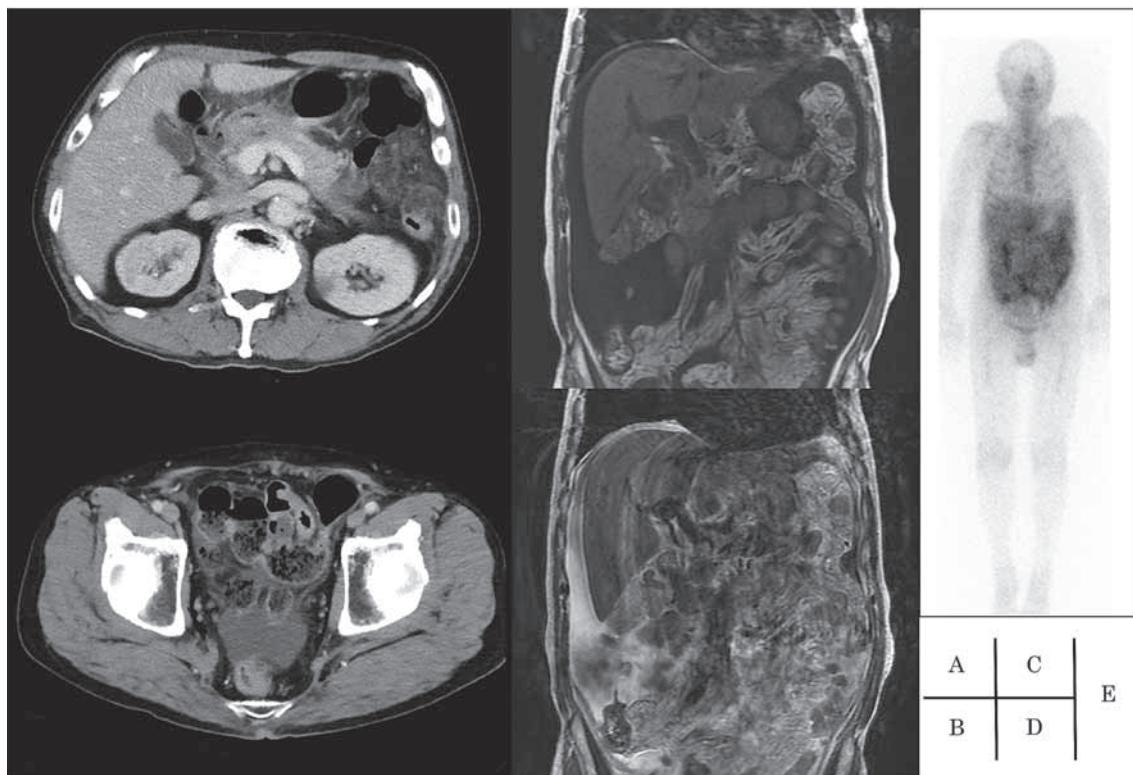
(A) Abdominal CT scan showed stranding in the mesenteric fat. (B) A small amount of ascites were stored in the Douglas' pouch. (C) Increased ascites were observed in the T1-weighted image. (D) High signal intensity of mesentery were observed in the T2-weighted image. (E) Gallium scintigraphy revealed diffuse ^{67}Ga accumulation in entire abdomen.
